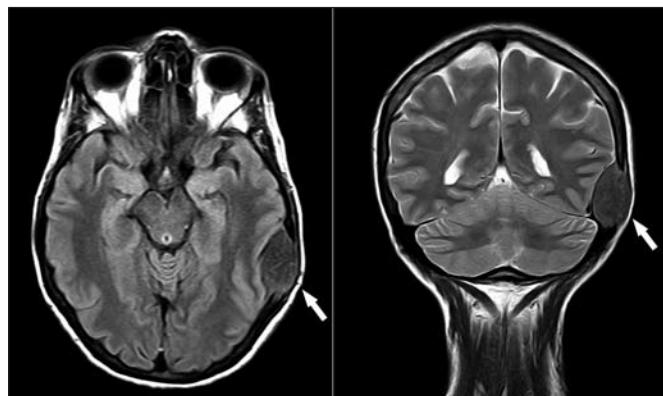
Resonancia magnética: lesión lítica parieto-temporal izquierda en calota que destruye tabla interna y externa y llega a contactar con córtex cerebral.
